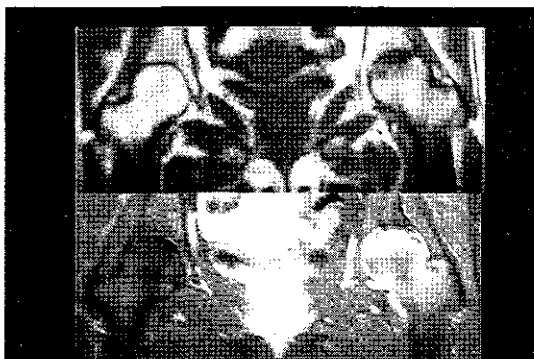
発症後2カ月のMRIでは、骨頭から転子下にかけてびまん性のT1強調画像で低信号、T2強調画像にて高信号を呈す骨髄浮腫像 (bone marrow edema) を認めた。また、T1強調像で末梢側に凸のバンド像様の所見を認めた。造影MRIでは、このバンド像とそれより中枢部は造影されている。
